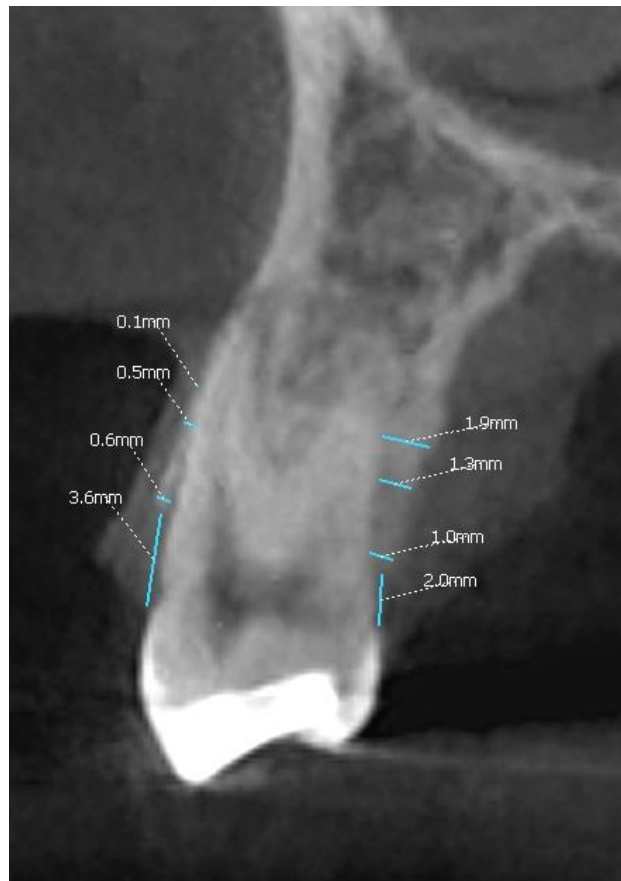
a-b. Skan CBCT kła przed i po leczeniu ortodontycznym.
